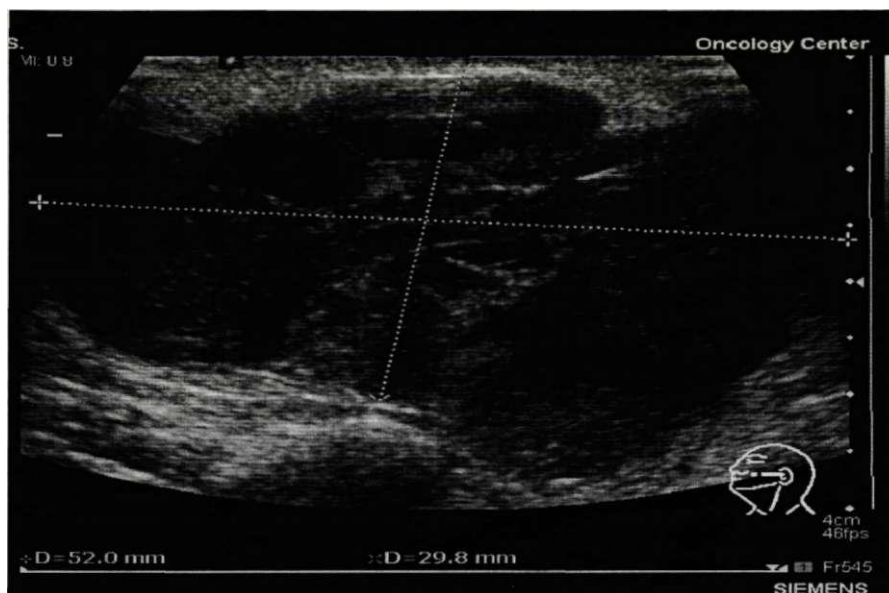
Пациент П. Ультразвуковая томограмма в В-режиме острого сиалоаденита околоушной железы слева: железа увеличена в размере, сниженной эхогенности, определяются расширенные протоки. Цитологическое заключение - элементы воспаления.
